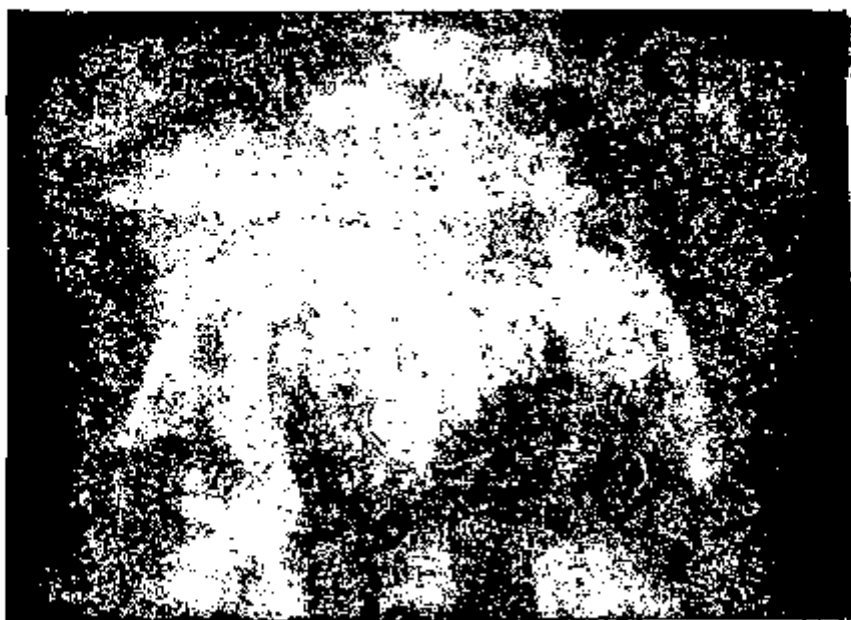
Radiografia de verificação das blindagens para o paciente planejado com a radiografia da Fig 21.
